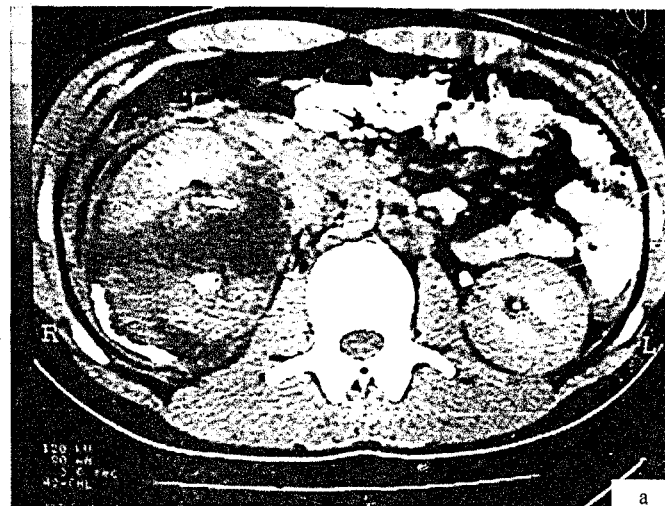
Tomografie computerizată la pacient cu traumatism renal. a - soluția de continuitate parenchimatooasă cu comunicare a căilor urinare cu spațiul perirenal, b - hematomul depășește capsula renală.
